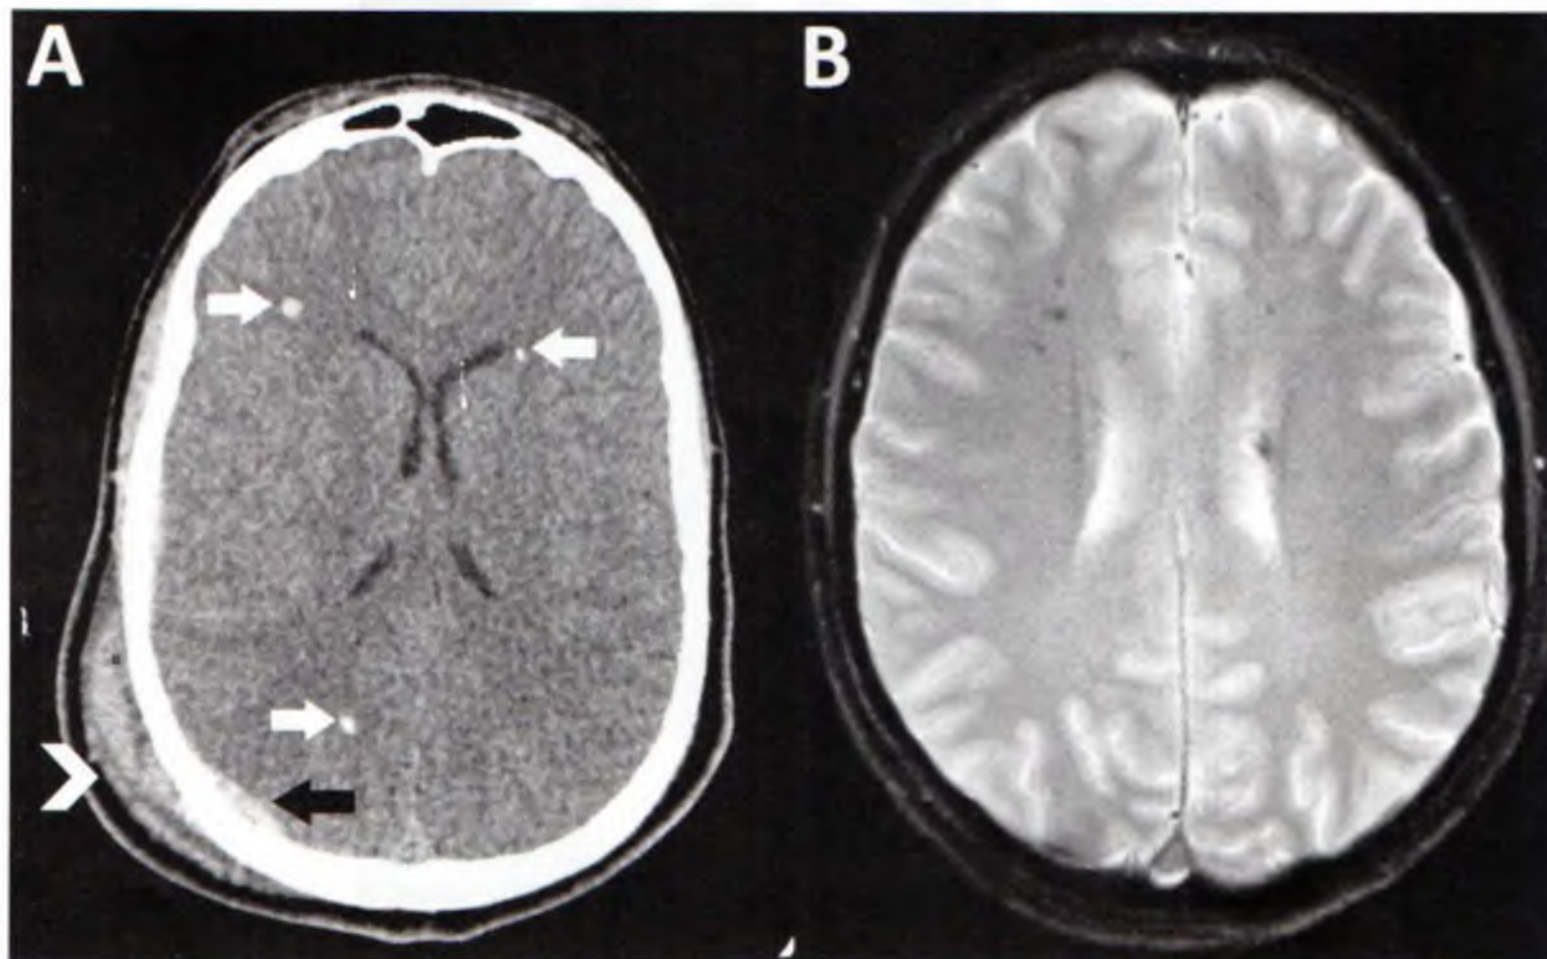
A : TDM de lésions encéphaliques diffuses avec HTIC (hématome sous-cutané temporo-occipital droit : tête de flèche blanche, petit hématome extra-dural occipital droit ; flèche noire, 2 lésions hémorragiques profondes hémisphériques droites et 1 gauche ; flèches blanches, effacement des sillons corticaux) ;
